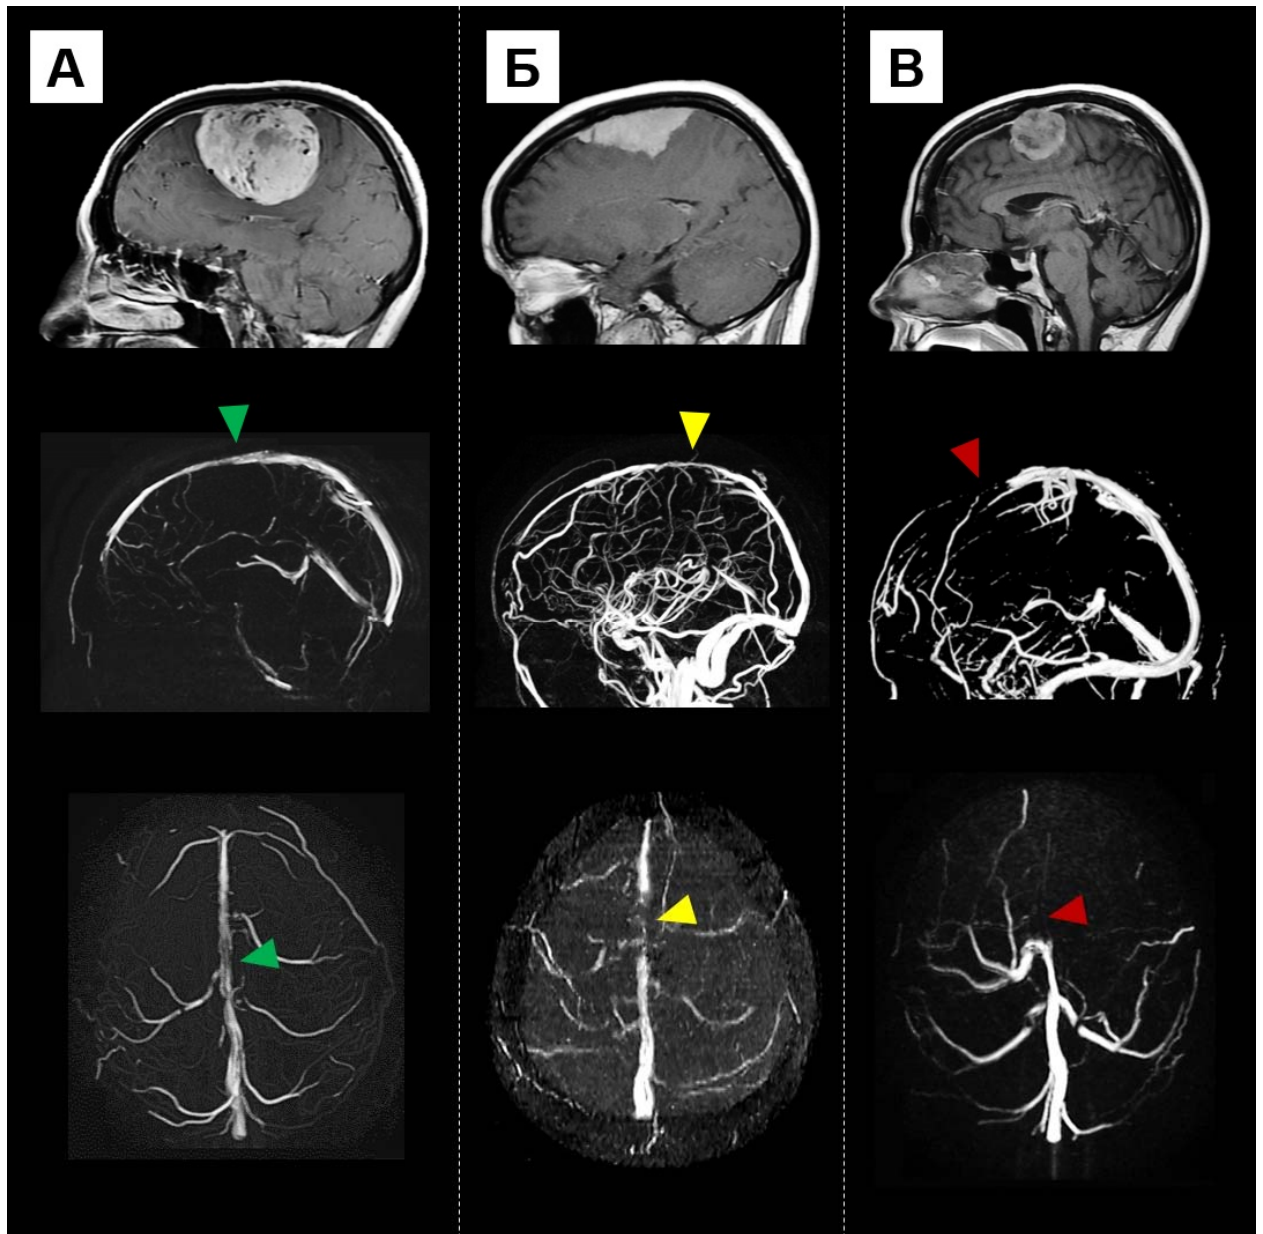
Три варианта окклюзии ВСС по данным МРТ-веносинусографии. Случай А – нет окклюзии (зеленая стрелка указывает на паратуморальный сегмент ВСС). Случай Б – частичная окклюзия (желтая стрелка). Случай В – тотальная окклюзия (красная стрелка)
